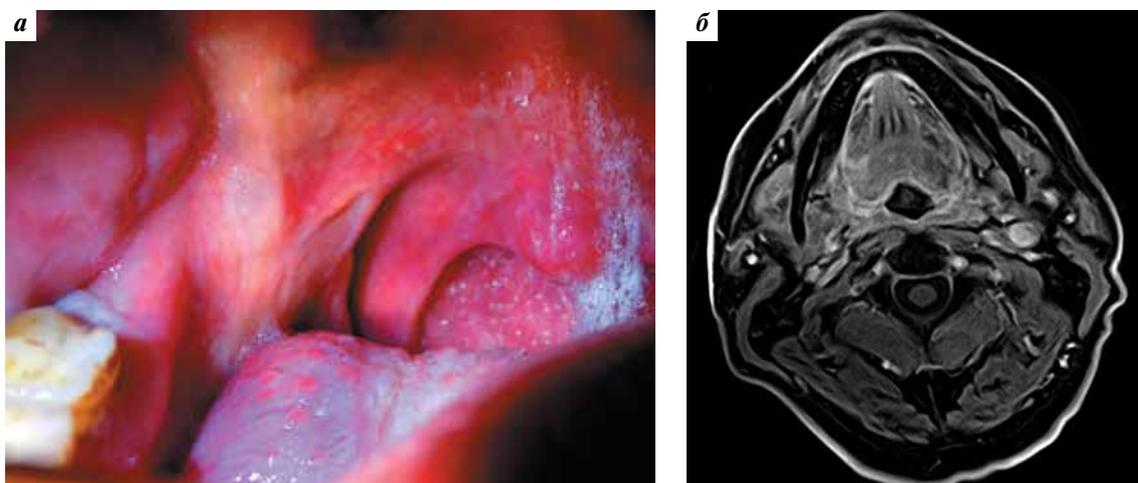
Полная резорбция первичной опухоли на фоне химиолучевой терапии: а — клиническая картина; б — магнитно-резонансная томография, горизонтальная проекция
